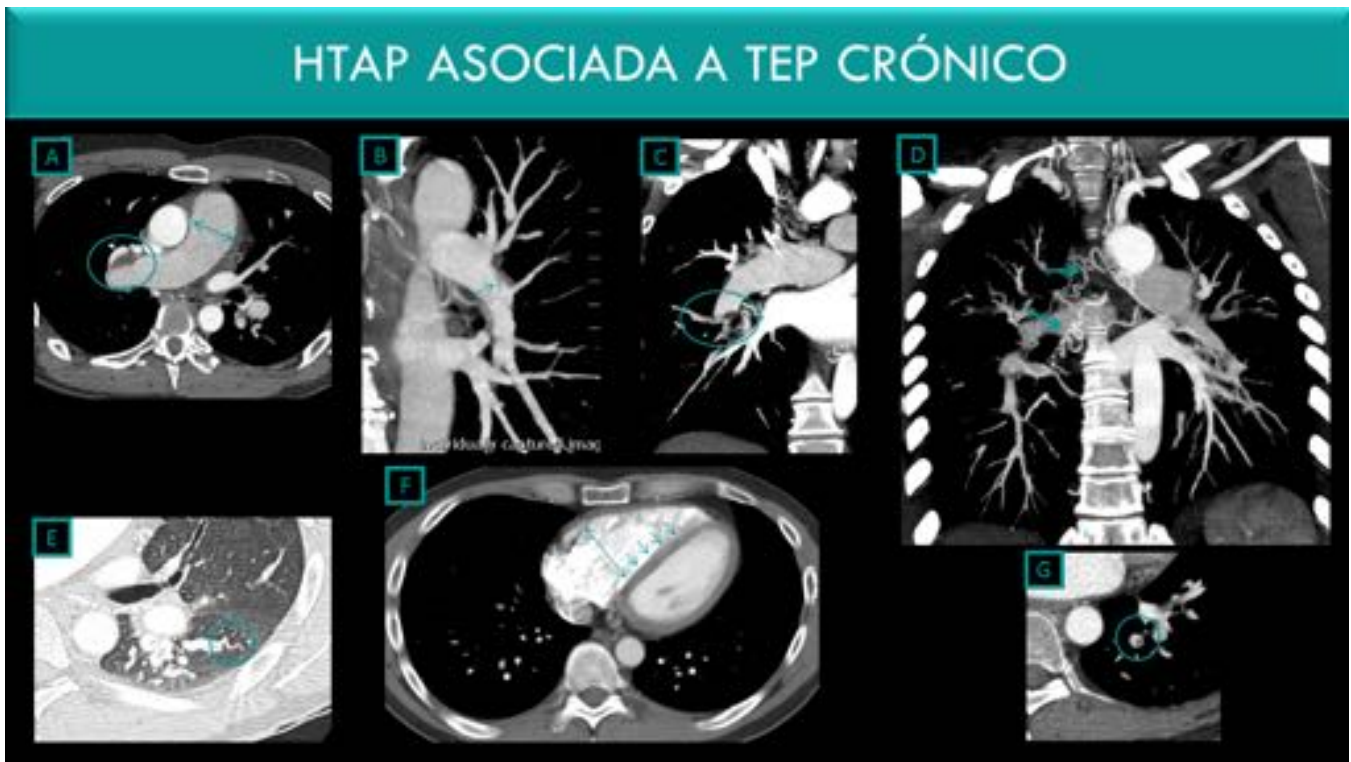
Angio-TC en paciente de 44 años con TEP crónico: A: Doble flecha: Art. pulm. dilatada / Círculo: defecto de repleción en art. pulm. drcha. B: Flecha: Malla («Web») intraluminal. C: Disminución brusca del calibre arterial. D: Flechas: art. bronquiales hipertrofiadas. E: art. periférica tortuosa (arteriopatía plexogénica) F: Doble fecha: dilatación del VD / Flechas: rectificación del septo IV G: Círculo: defecto de repleción excéntrico, contiguo a la pared del vaso, semilunar y periférico.
